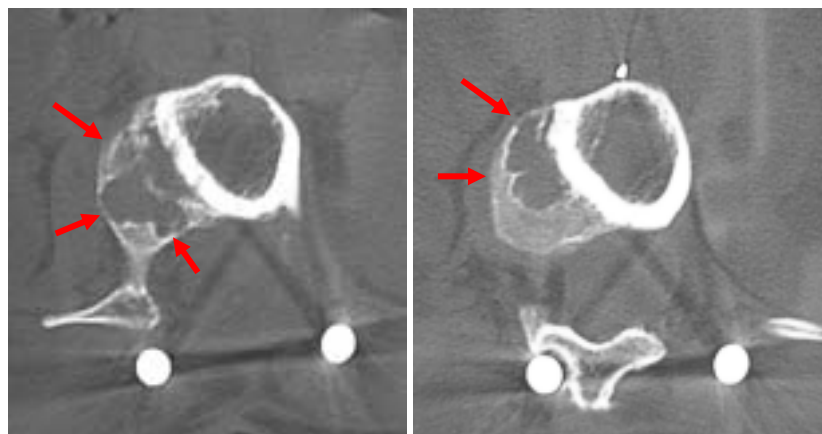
Exemple d'osteolisi al voltant de l'empelt. TC del raquis lumbar efectuat a una pacient amb un al-loempelt amb cinc anys d'evolució. Podem observar les zones osteolítiques (fletxes vermelles), sense transcendència clínica en aquest cas.
